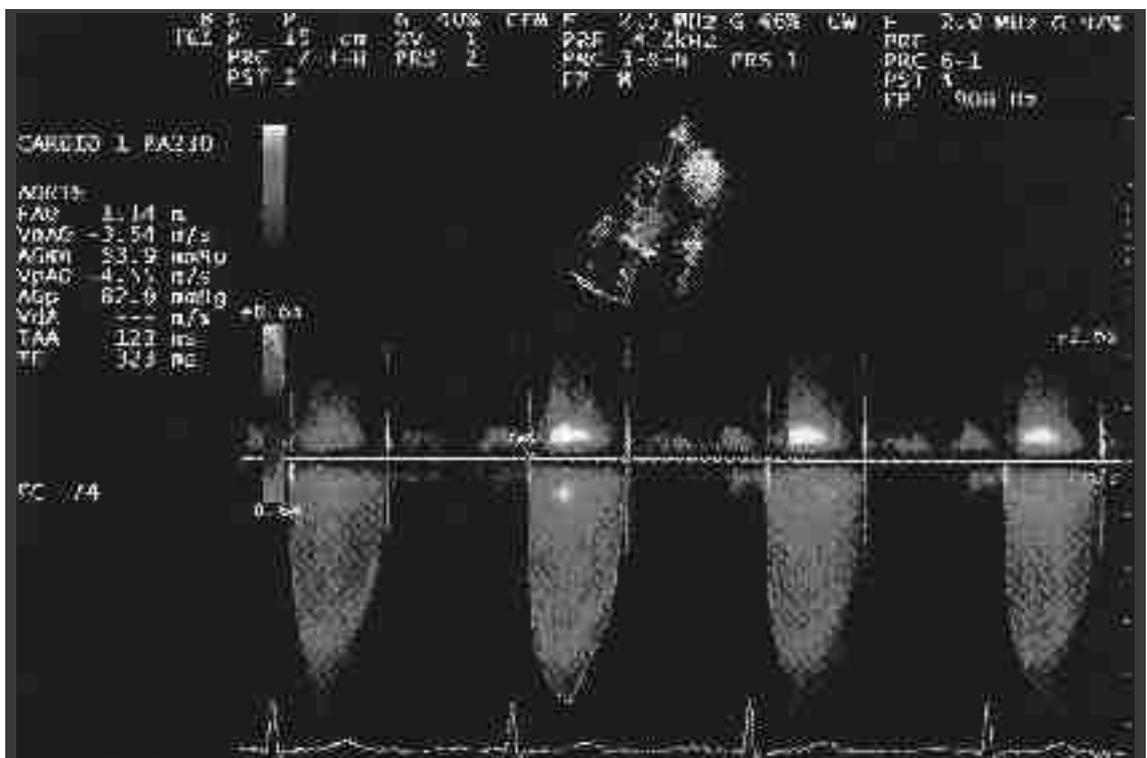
Rétrécissement aortique serré. Enregistrement du jet sténotique en Doppler continu. Vitesse maximale = 4,6 m/s , gradient systolique maximal = 83 mmHg, moyen = 54 mmHg (7)
